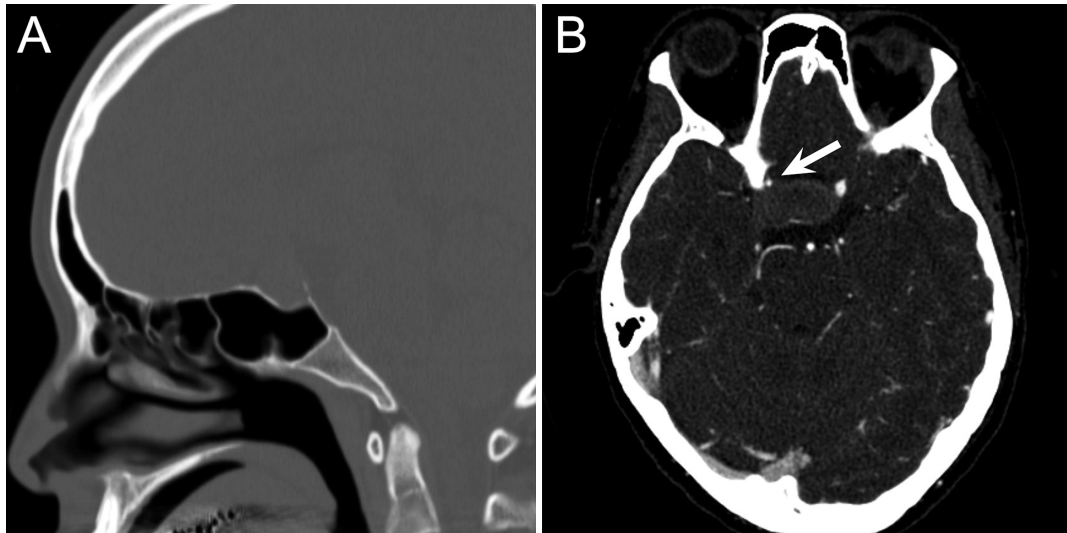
術前頭部CT (A) とCT血管造影 (B)
